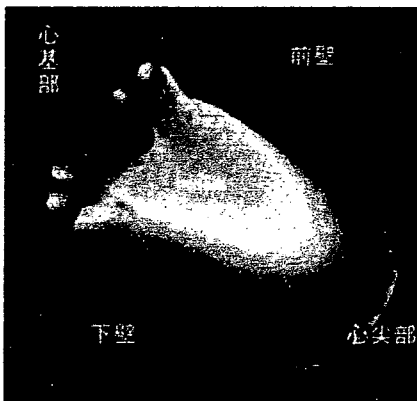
心電図同期心筋血流SPECTの原理と撮像条件
